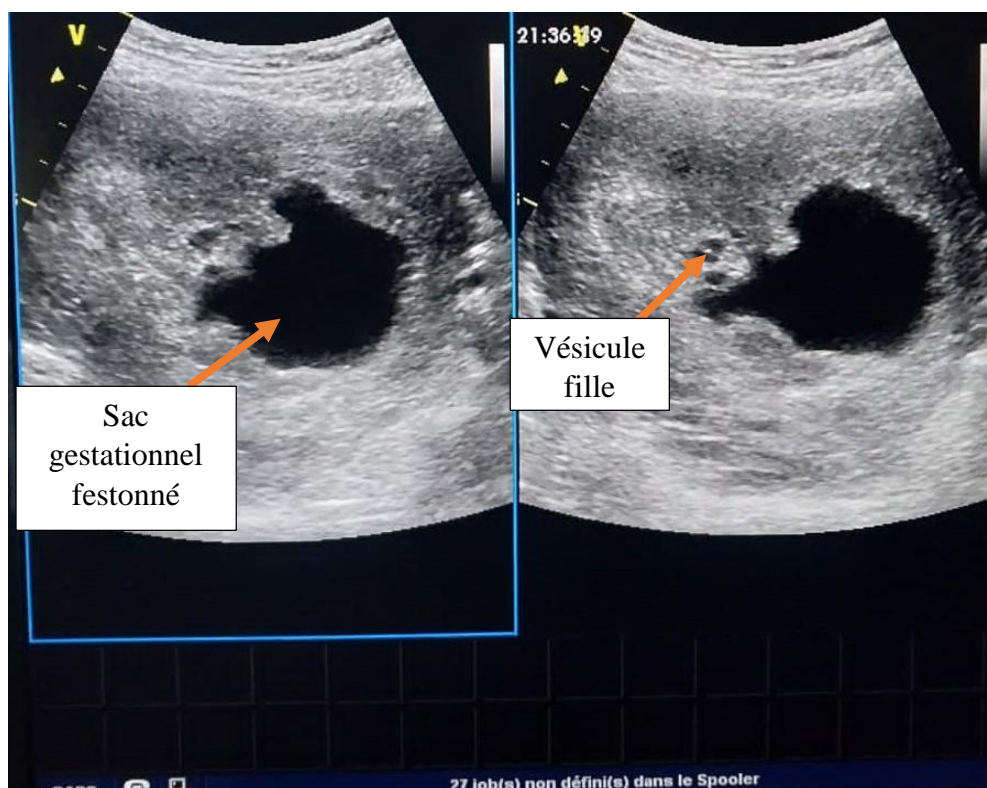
image échographique d'une grossesse molaire incomplète.
